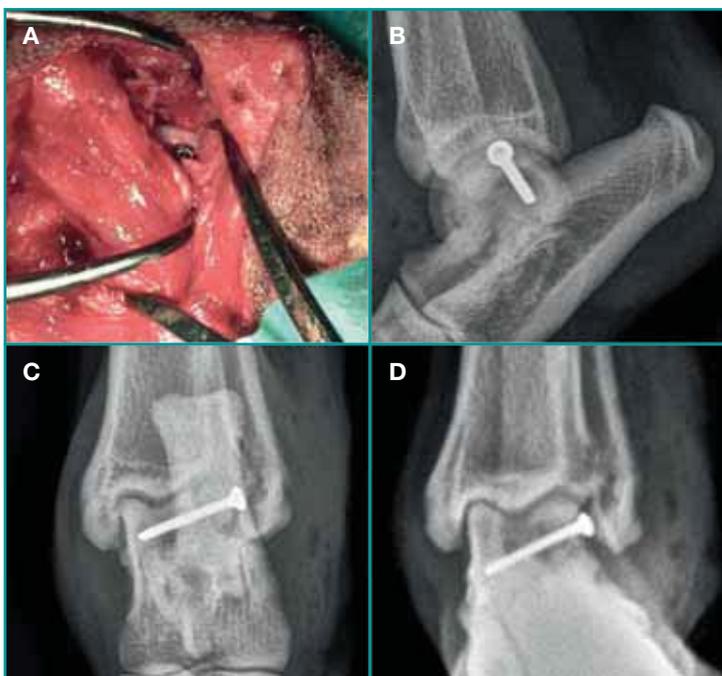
A: Immagine intra-operatoria ML; B: Proiezione radiografica ML post-operatoria; C: Proiezione PA post-operatoria; D: Proiezione AP sky-line a 60 giorni.
